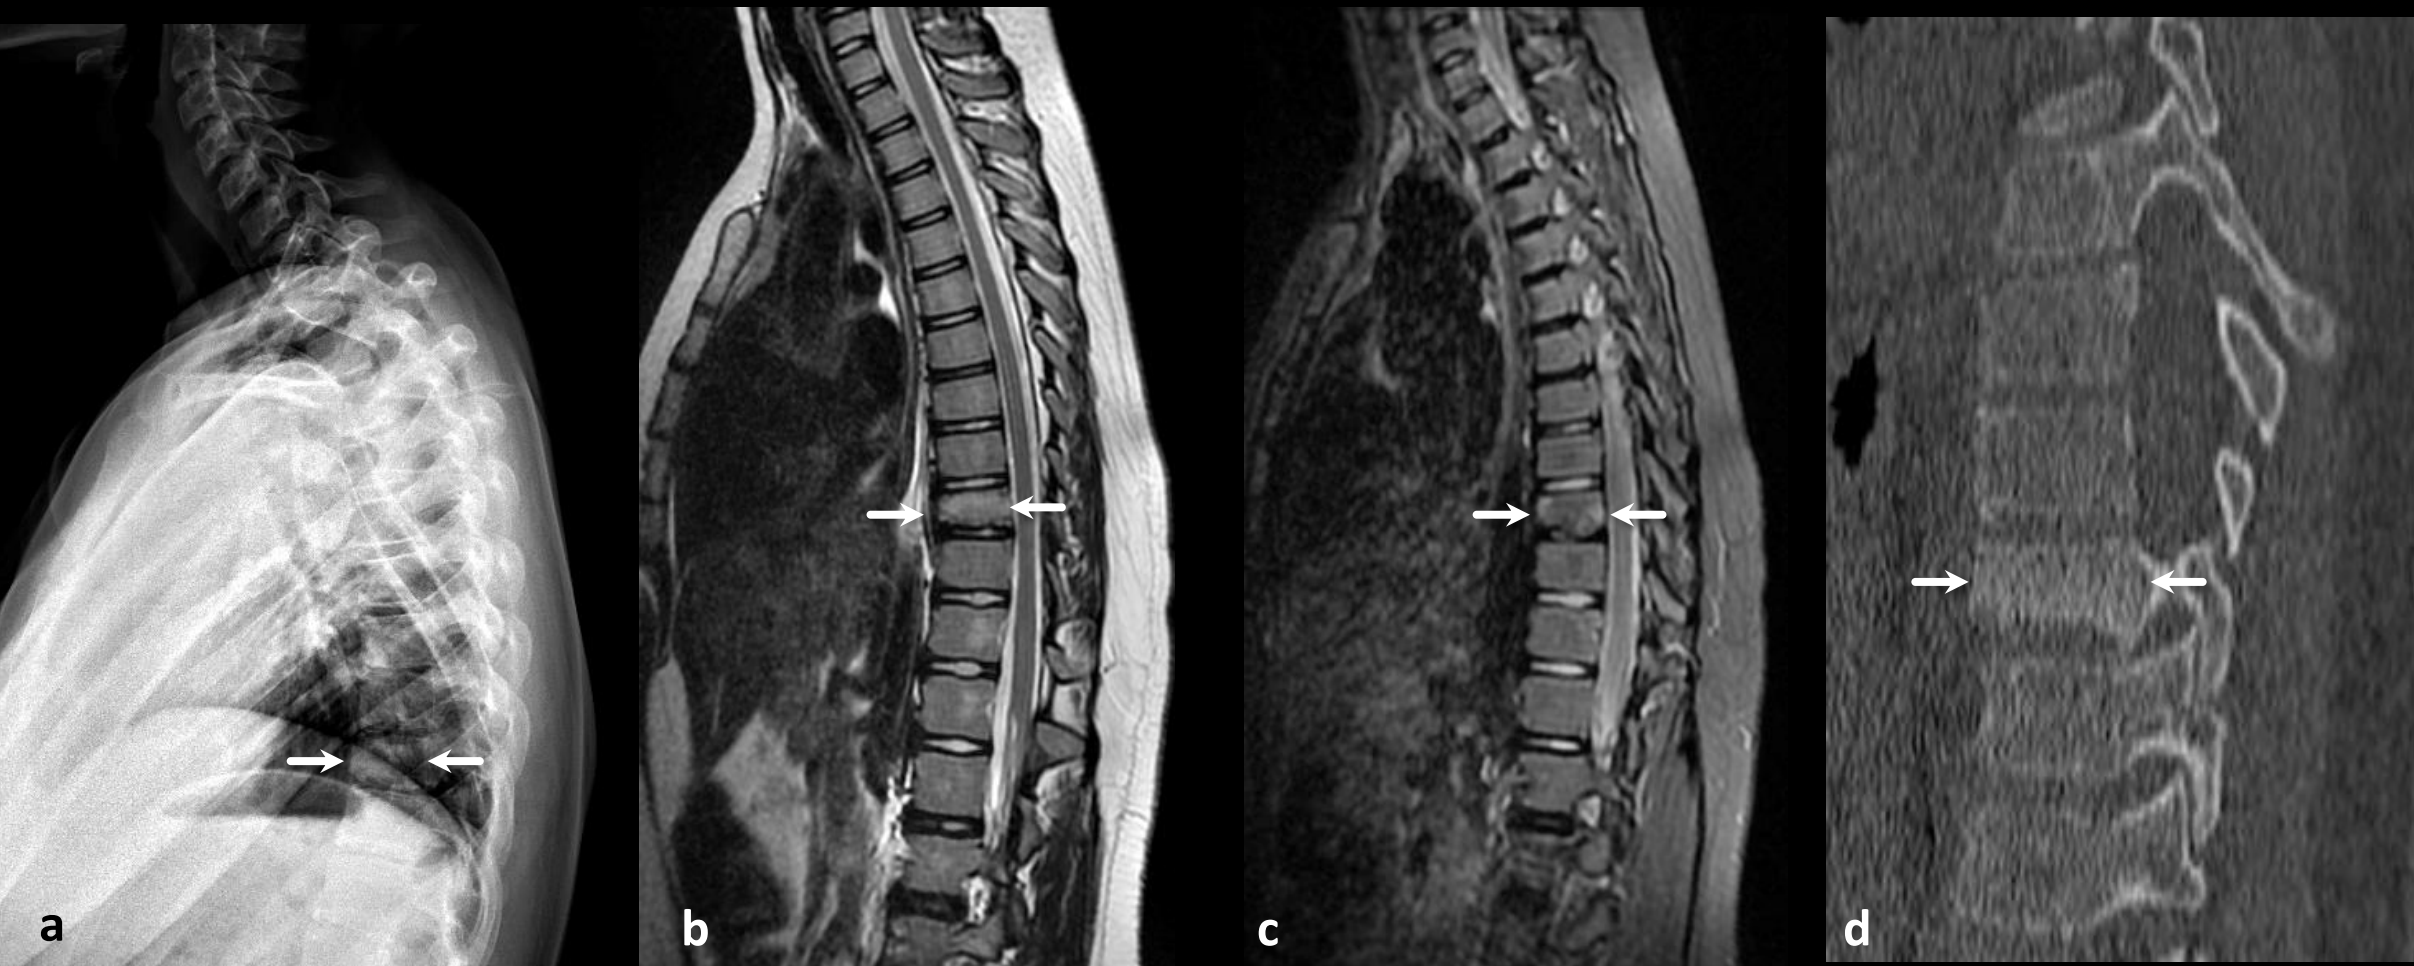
Osteomielite Crônica Multifocal Recorrente. A CRMO também passou a ser conhecida como Osteomielite Crônica Não Bacteriana pelo fato de poder ser unifocal, como neste caso de uma menina de 12 anos com queixas de dor na coluna torácica há 2 meses. Imagens de ressonância magnética ponderadas em T1 (a) e T2 (b) mostram irregularidade dos platôs vertebrais em T9 com colapso parcial da vértebra (setas). É possível identificar edema ósseo como focos de alto sinal nas sequências sensíveis a líquido (seta em c) Estes achados podem ser visualizados também na radiografia simples (a) e na tomografia computadorizada (d), esta última utilizada para guiar a biópsia que foi compatível com osteomielite crônica, asséptica nos estudos de microbiologia posteriores.
